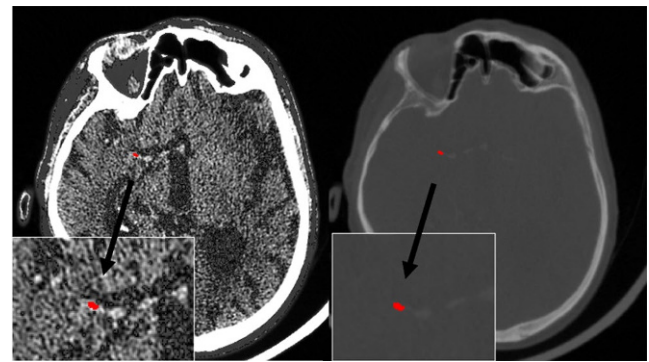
Beispiel einer Thrombusdichtemessung im nativen CT-Scan (links, mittlere HU=64,7) und koregistrierter CTA (rechts, mittlere HU=92,0)
